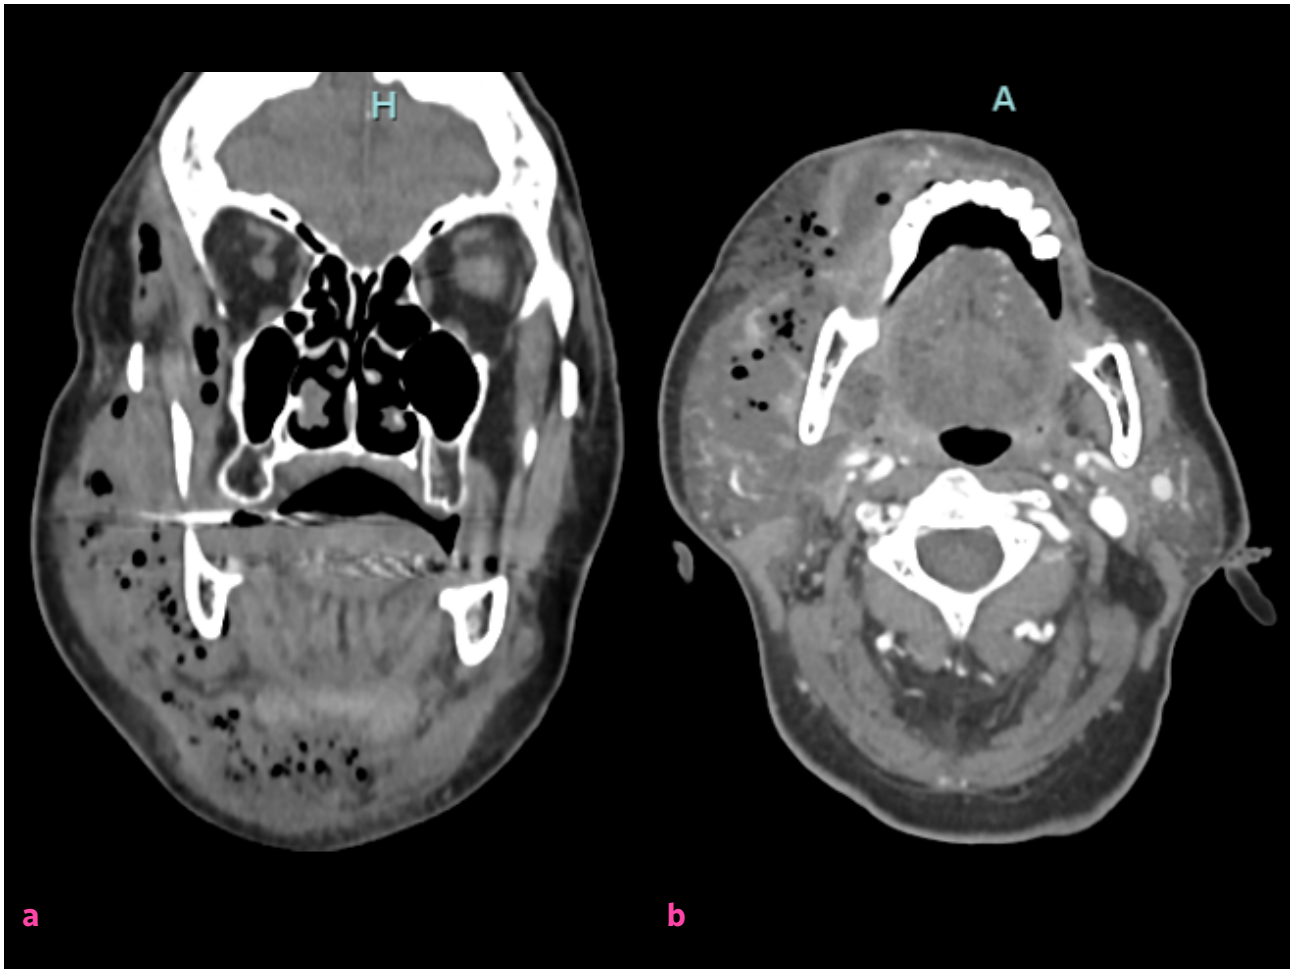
(a y b) TC con contraste cortes coronal y axial, destacan colecciones en los espacios temporal, infratemporal, masticatorio, sublingual, submandibular y cervical derechos, además del espacio submental.
